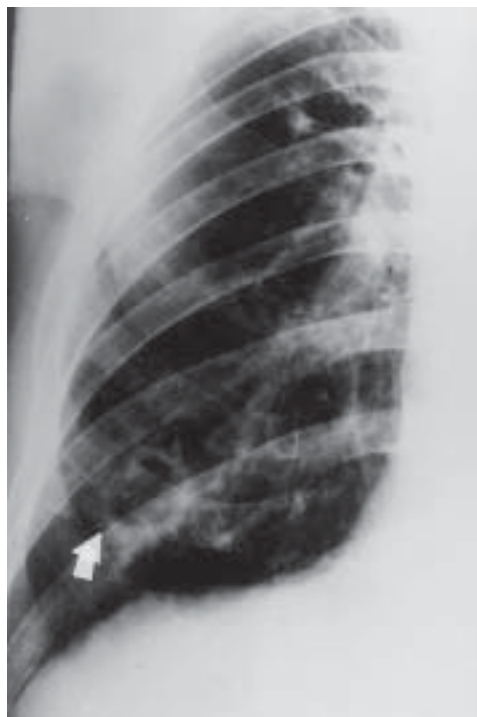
Radiografia de tórax em PA de paciente de 65 anos. Opacidade com aspecto de massa no campo inferior do pulmão direito.
